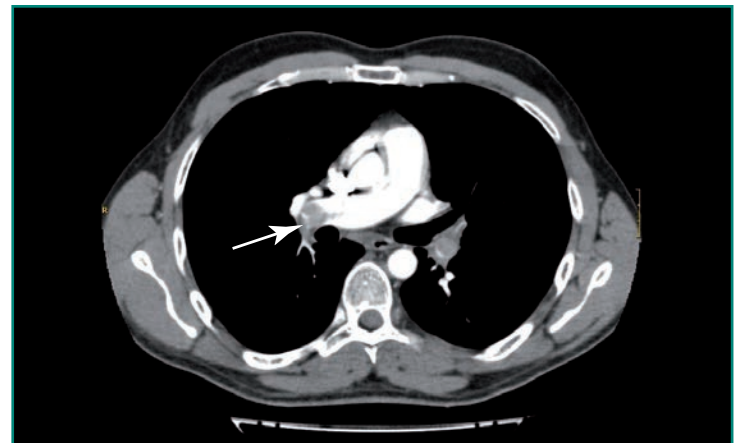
Angio-TC pulmonar: tromboembolismo pulmonar. Émbolo en la bifurcación de la arteria principal derecha (flecha).
